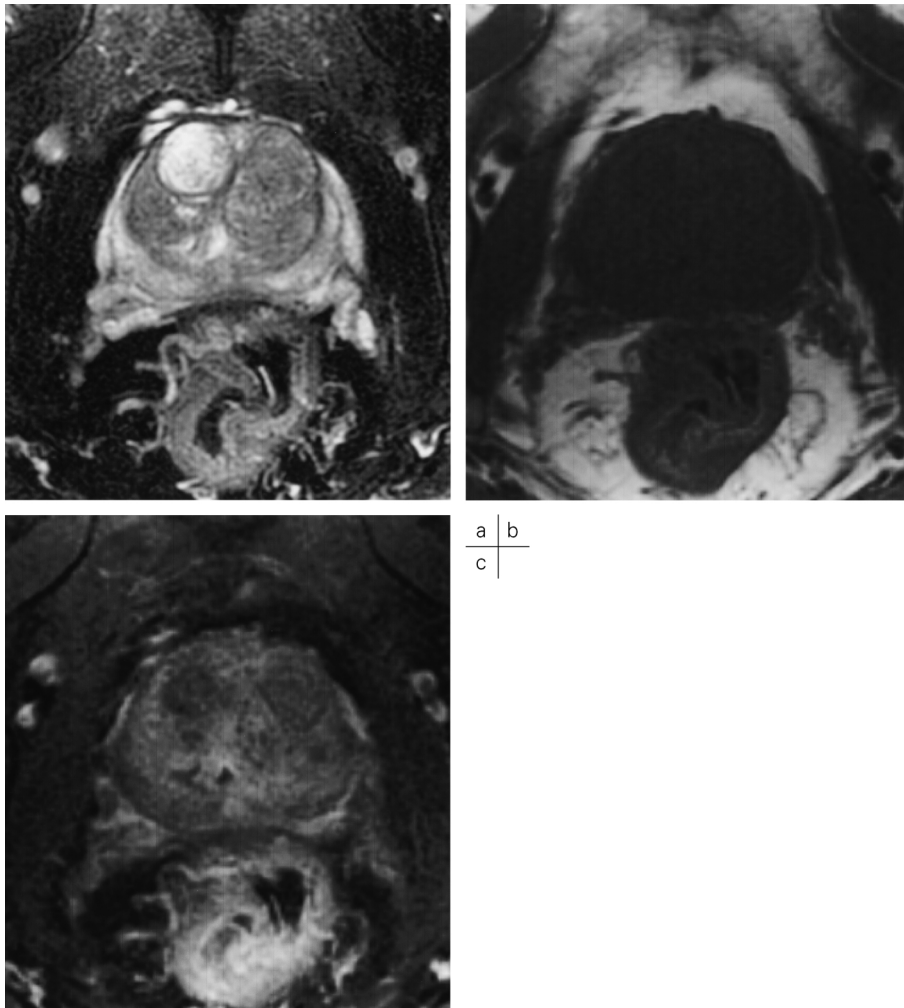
MRI of non-stromal type benign prostatic hyperplasia
